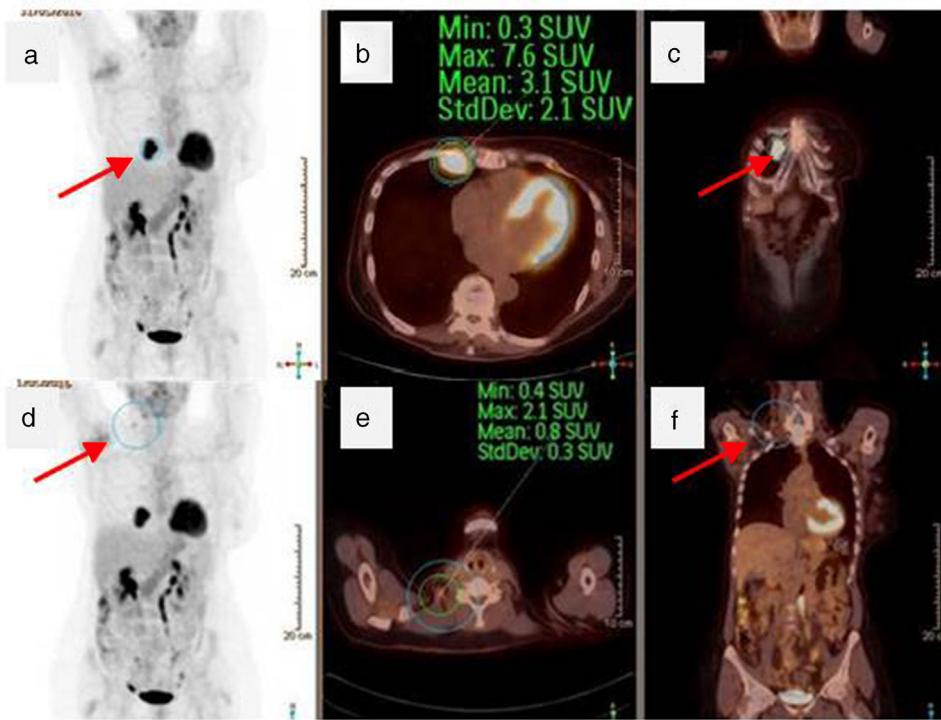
PET-TAC corporal total. a) Corte coronal de PET donde se observa hipercaptación a nivel de la mamaria interna (flecha). b) Corte axial de PET-TAC en el que se objetiva la misma lesión (círculo). c) Corte coronal de PET-TAC en el que se aprecia la lesión en blanco (flecha). d) Corte coronal de PET donde se aprecia hipercaptación en región supraclavicular derecha. e) Corte axial de PET-TAC donde se aprecia esta misma afectación (círculo). f) Corte coronal de PET-TAC donde se aprecia la hipercaptación cervical derecha en color blanco (flecha).
